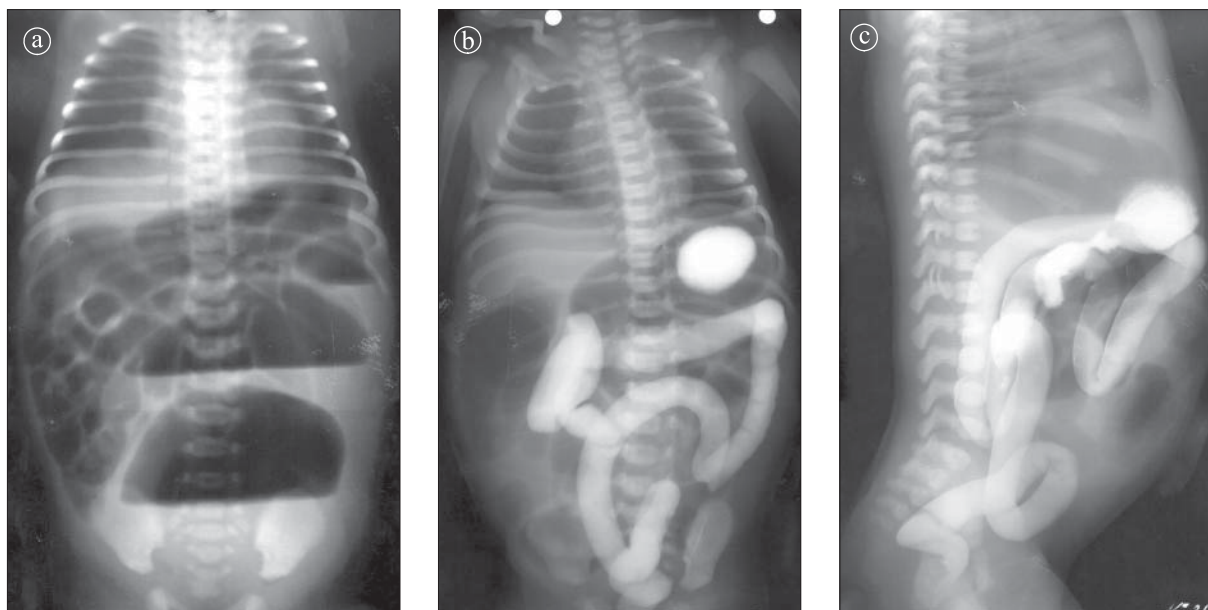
Atrezie de ultimă ansă ileală. a) Radiografie abdominală. Nivele hidroaerice situate pe intestinul subțire de tip obstrucție joasă; b) și c) Irigoscopie. Radiografie AP și LL. Ultima ansă ileală se termină în deget de mânășă.
